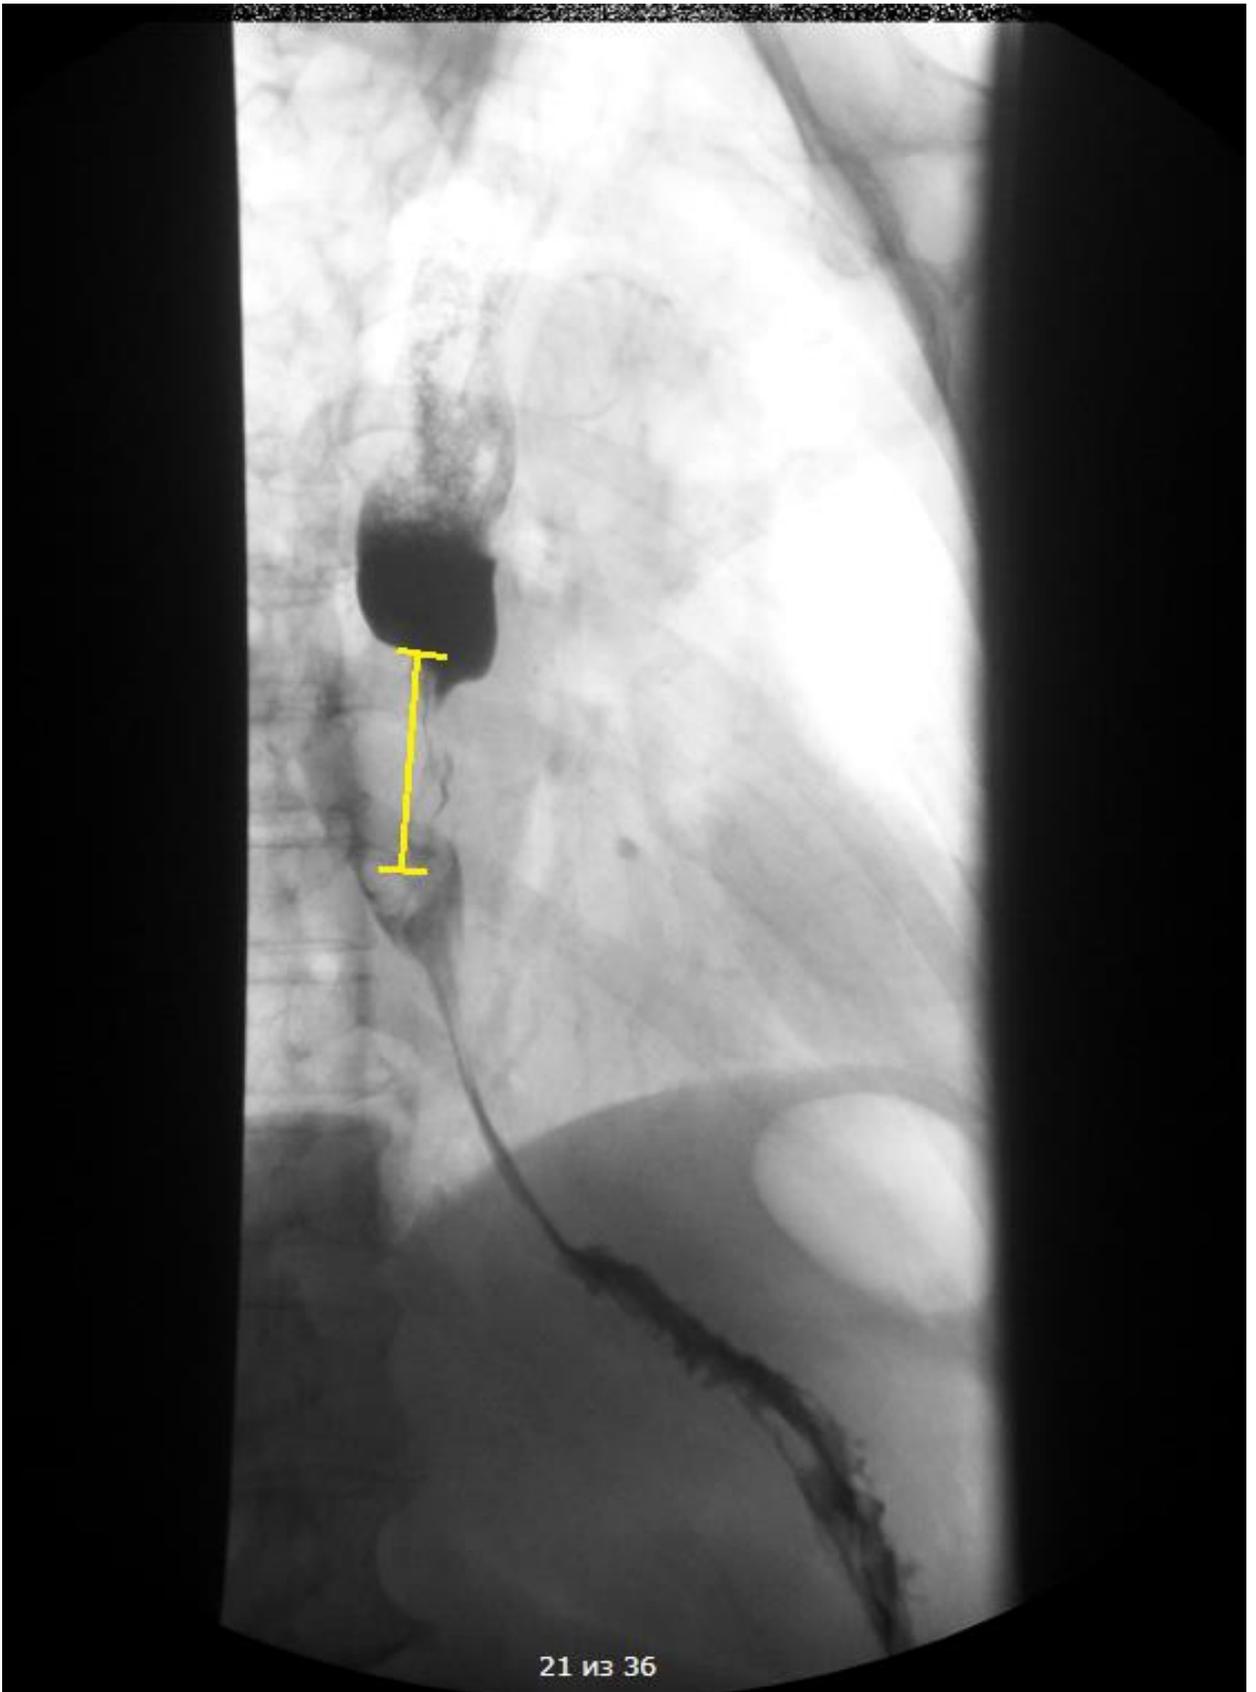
Рентгеноскопия пищевода с контрастированием до начало лечения
